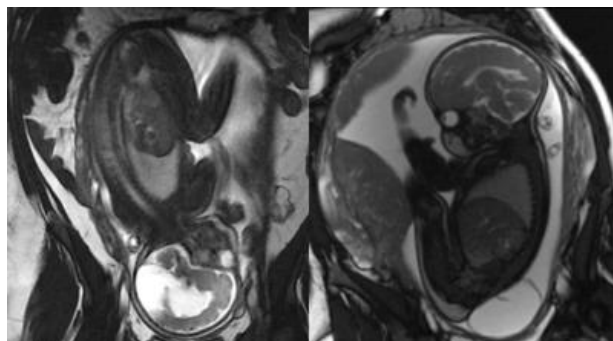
RMN Obstétrica*
